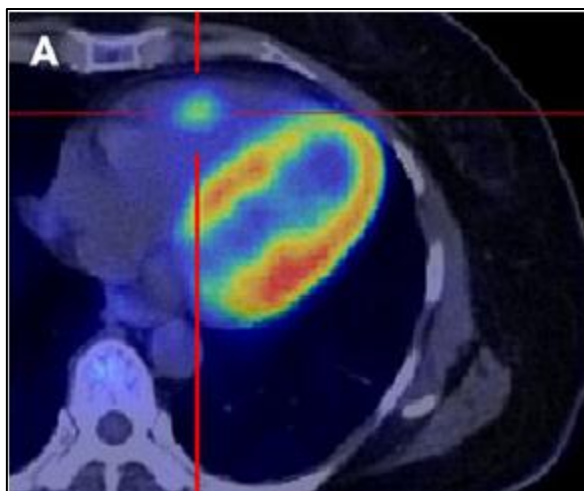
Imagem de PET-CT com FDG obtida num paciente do sexo feminino com 51 anos, com suspeita de CS, após jejum nocturno. É observável a captação significativa difusa de FDG no ventrículo esquerdo e mais ligeira e focal no ventrículo direito. Retirado de *Ohira et al* (80).
